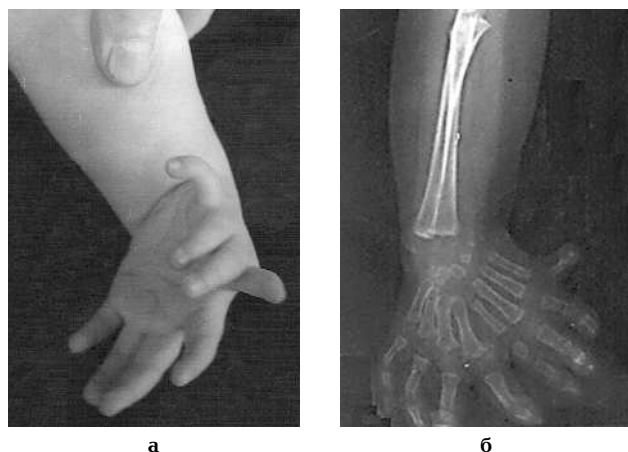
Внешний вид и рентгенограмма правой кисти больной М. 1,5 лет с классической формой «зеркальной кисти»: а — вид кисти; б — рентгенограмма кисти.
